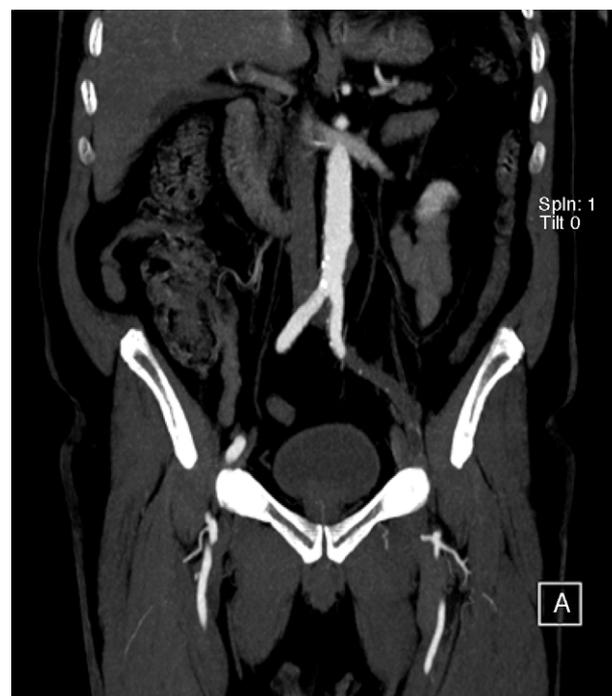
Angio-TAC: Oclusión de la arteria iliaca externa izquierda.
